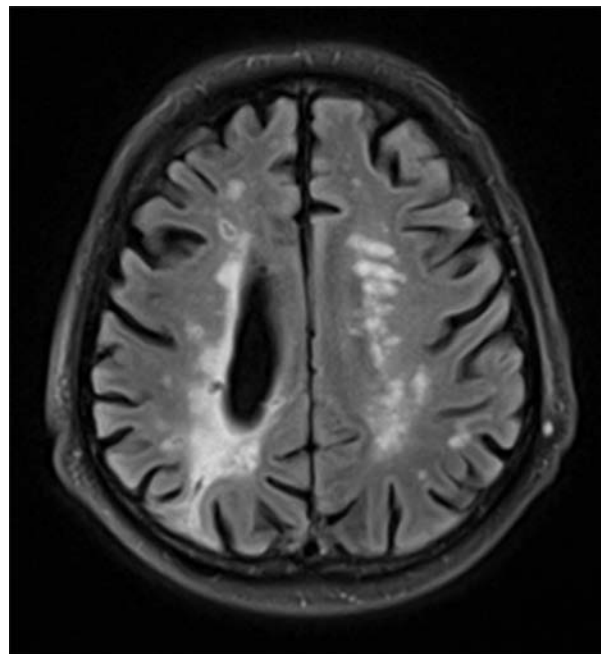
Udar mózgu o podłożu hemodynamicznym w przebiegu pseudookluzji tętnicy szyjnej, zlokalizowany w istocie białej po stronie prawej; ponadto pojedyncze ogniska zawałowe o etiologii zatorowej w obrębie kory (MR, po lewej: sekwencja zależna od dyfuzji [DWI], po prawej: FLAIR) [T940].
